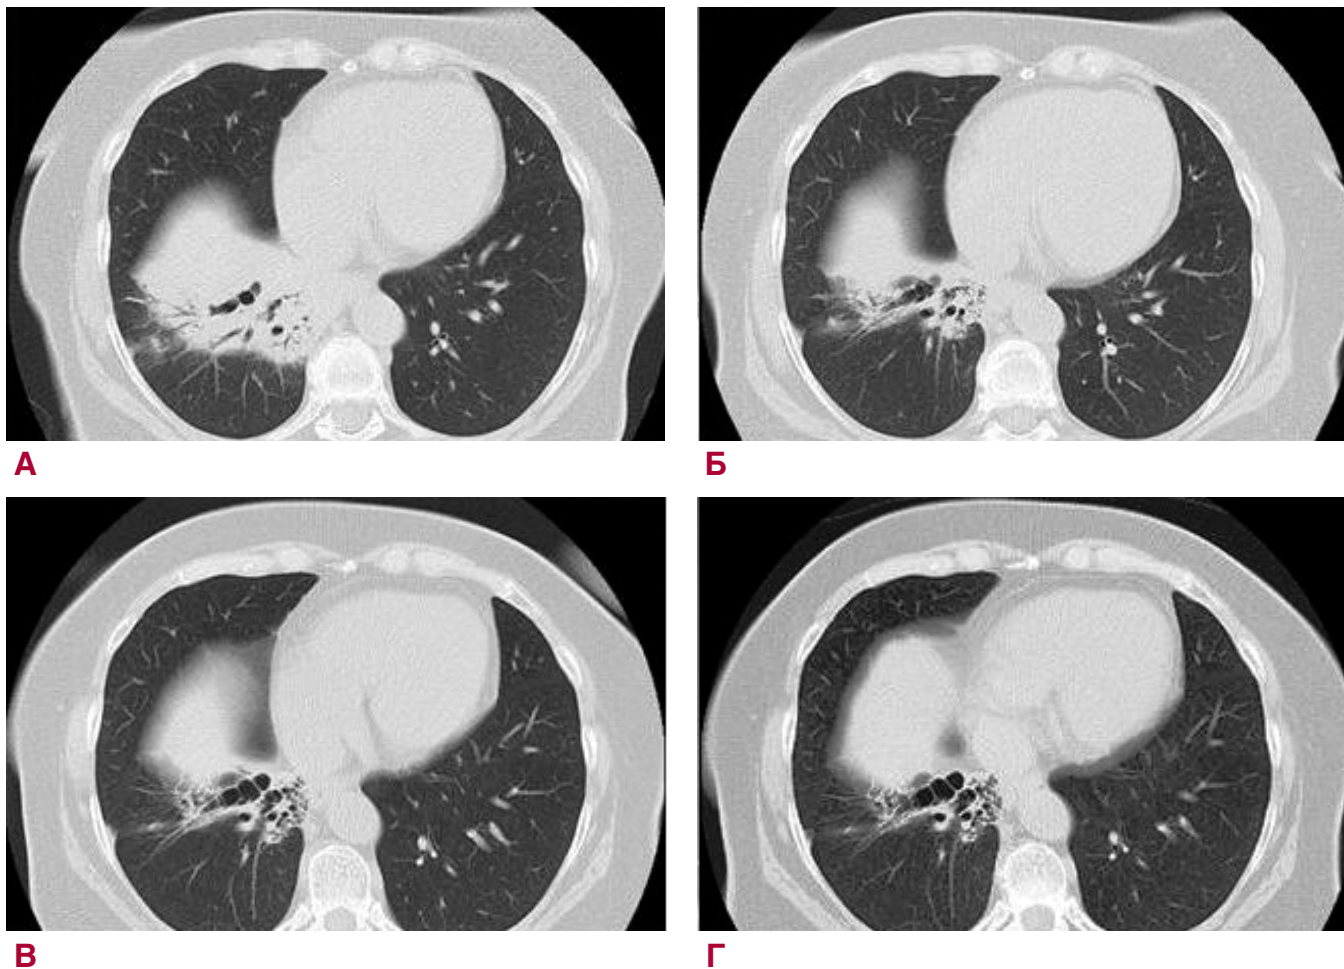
КТ органов грудной клетки (динамика за время лечения и наблюдения):
